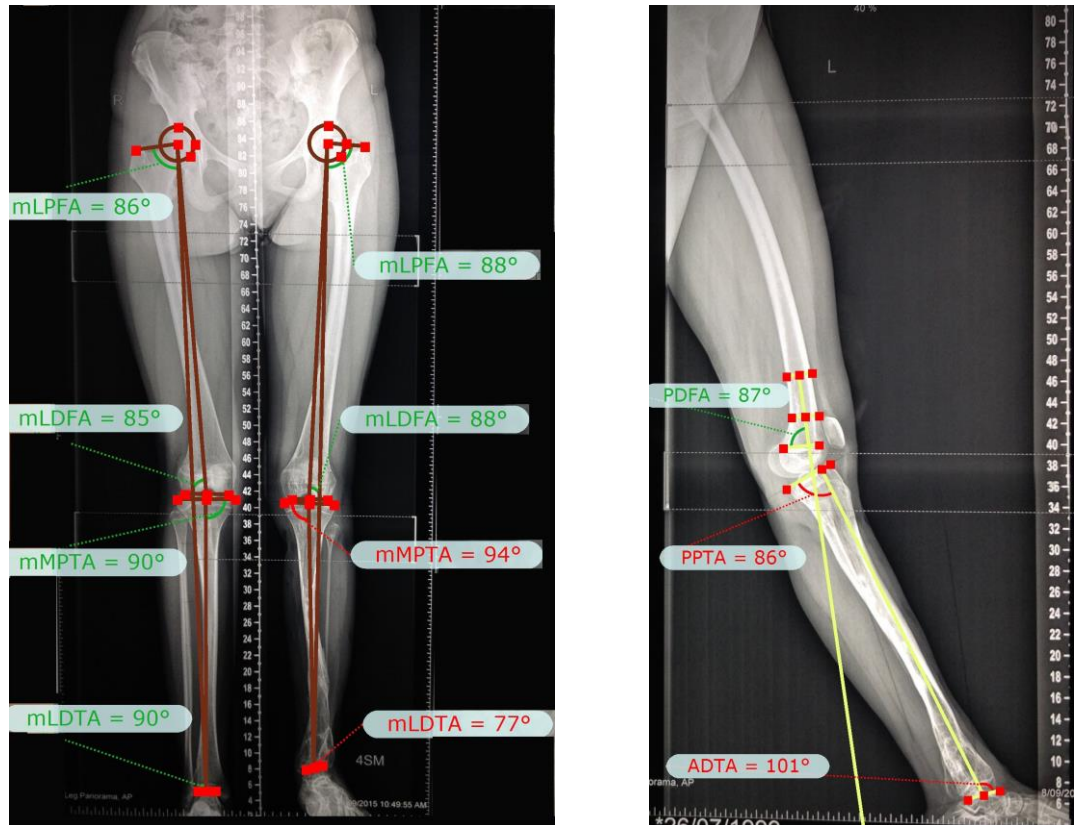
Рентгенограммы нижних конечностей с определенными значениями референтных углов у пациента с консолидированным ВЛСКГ.
